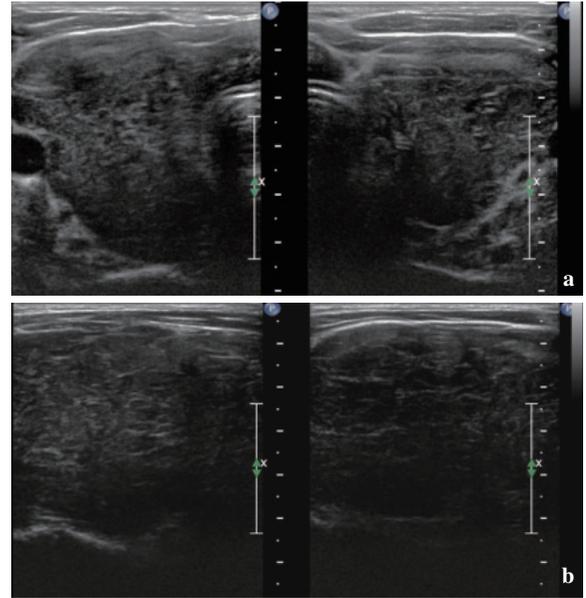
術前慢性甲状腺炎と診断したリンパ腫の超音波所見
